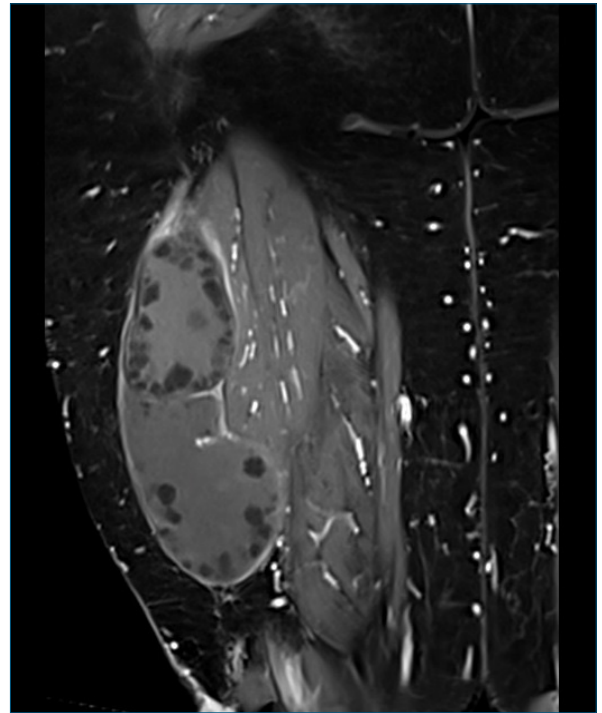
Resonancia magnética de muslo derecho axial secuencia T1.
